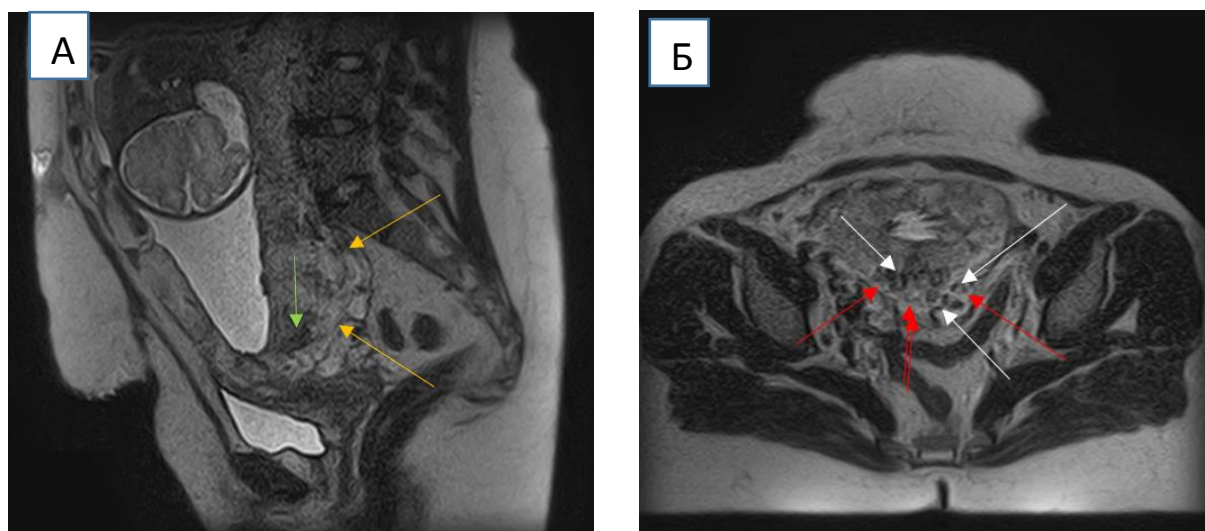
МРТ признаки врастания плаценты при её локализации по задней стенке матки: выбухание в области плацентации с утратой непрерывности внутреннего слоя миометрия (желтые стрелки); сигнал неоднородной интенсивности в проекции плаценты (белые стрелки); гипоинтенсивные внутриплацентарные зоны/тяжи на T2-взвешенном изображении (зеленые стрелки); патологически извитые плацентарные сосуды (красные стрелки):
